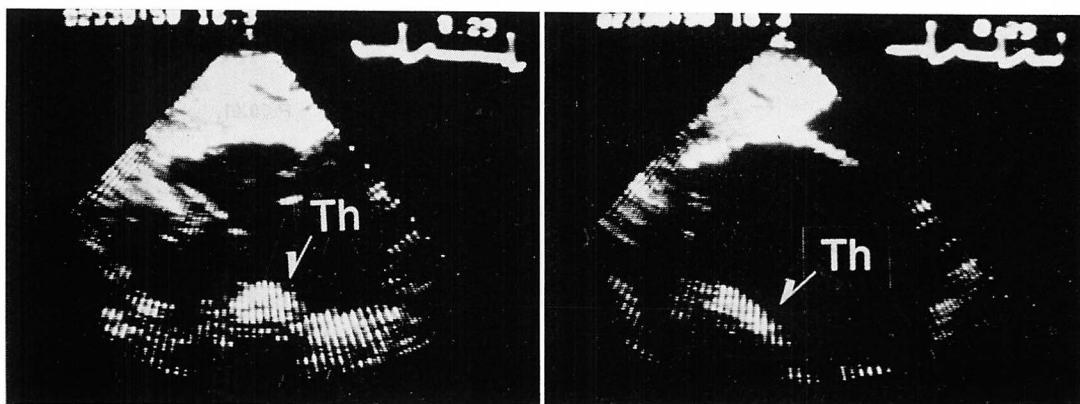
Two-dimensional echocardiograms in Case 5.
